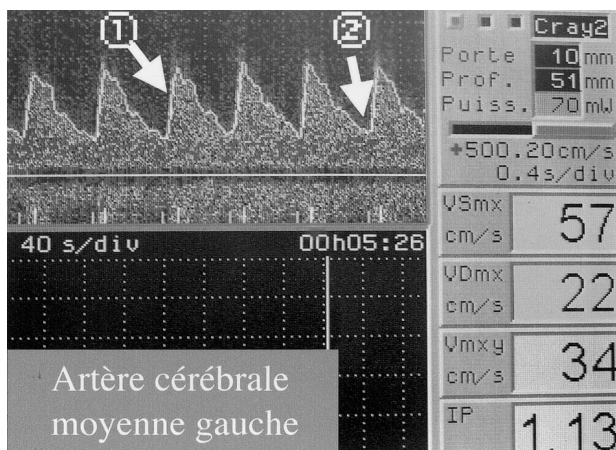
Doppler transcrânien normal de l'artère cérébrale moyenne. Le pic de vitesse systolique est atteint rapidement après une phase d'accélération verticale (flèche 1). La vitesse télédiastolique est visualisée nettement au dessus de la ligne de zéro (flèche 2). L'appareil calcule la vitesse moyenne (VM) et l'indice de pulsatilité (IP).
